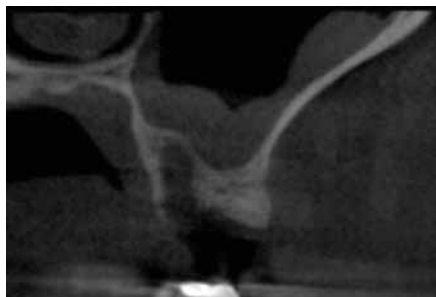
CT による 3D 冠状断ではシュナイダー膜にかなりの肥厚が認められる。
